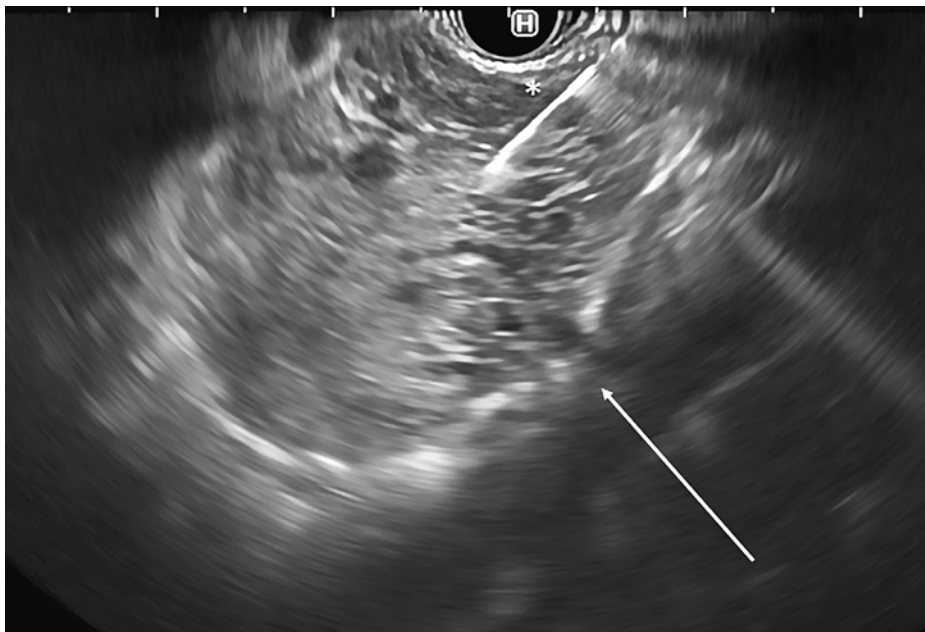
Endosonographisch gesteuerte Feinnadelpunktion (EUS-FNP): Lineares Endosonographiebild mit dem gemischt soliden und mikrozystischen Pankreasbefund (Pfeil). Im oberen rechten Bereich des Tumors (*) ist die weiße, gerade 22-Gauge-Nadel gut sichtbar, mit der unter endosonographischer Kontrolle die Punktion durchgeführt wird.
